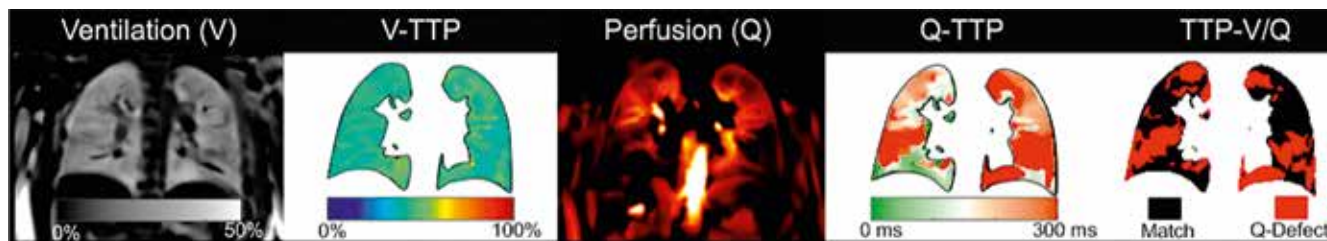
PREFUL MRI zeigt die typische V/Q Verteilung eines CTEPH Patienten mit erhöhter Q-TTP.
